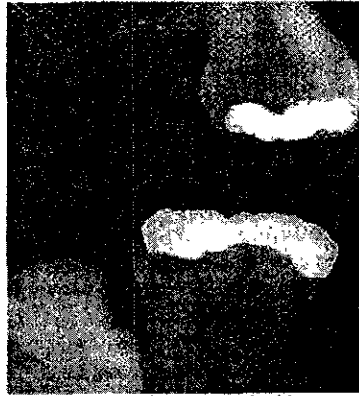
Radiografía coronal. Muestra lesión recurrente
